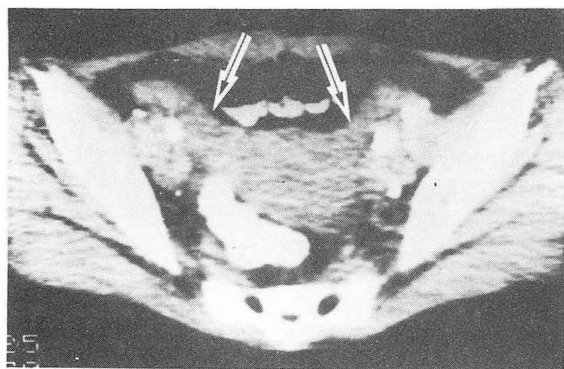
CT scan at the level of uterus and parametria shows bilateral diffuse thickening of parametria, but surgical stage was Ib.
